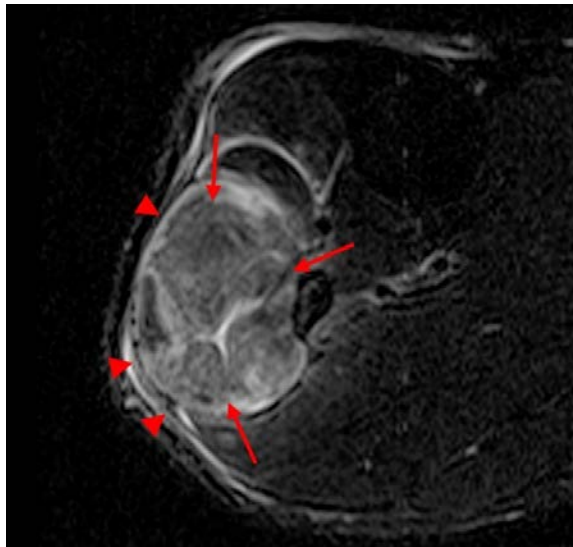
Магнітно-резонансна томографія, як золотий стандарт дослідження при ВКС
